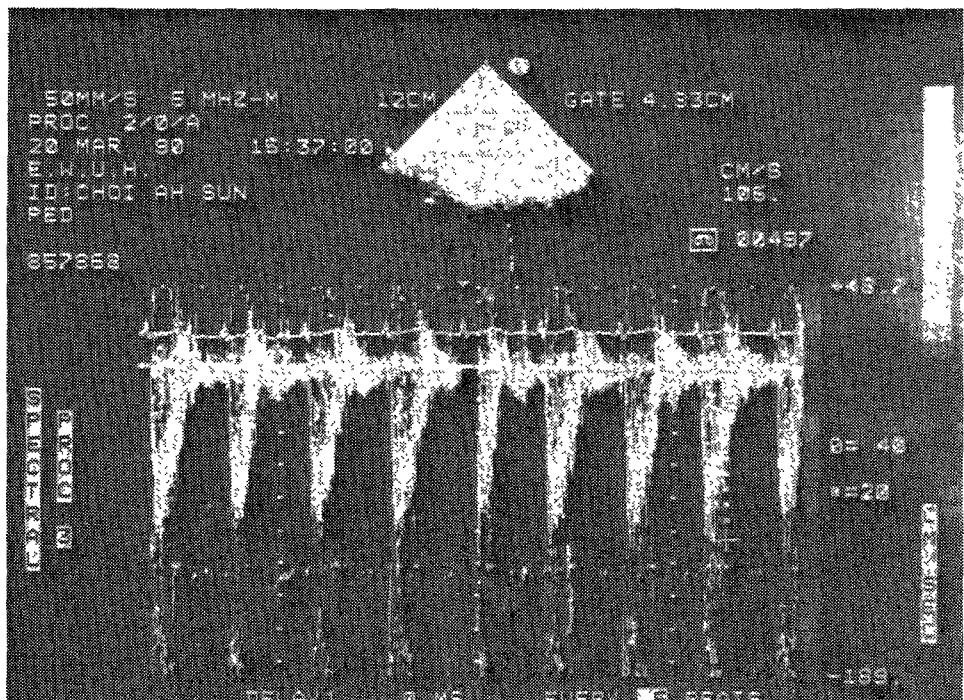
Two dimensional and pulsed wave Doppler echocardiogram of aortic valve at apex.
